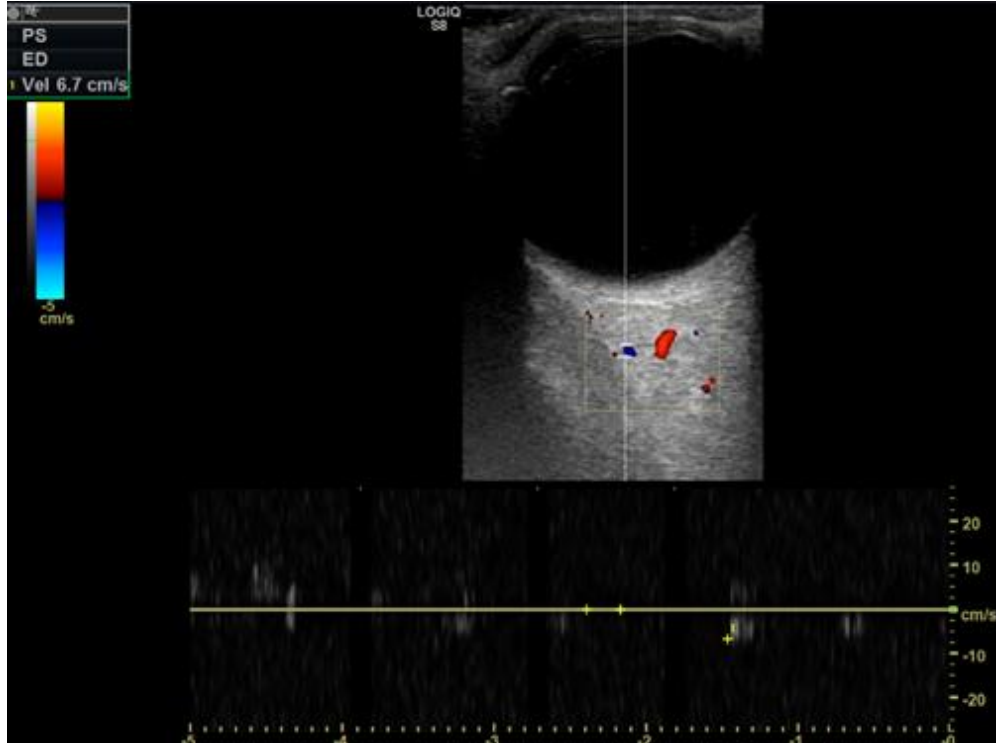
Santral retinal arter Doppler görüntüsü (kliniğimizden alınan görüntü)
